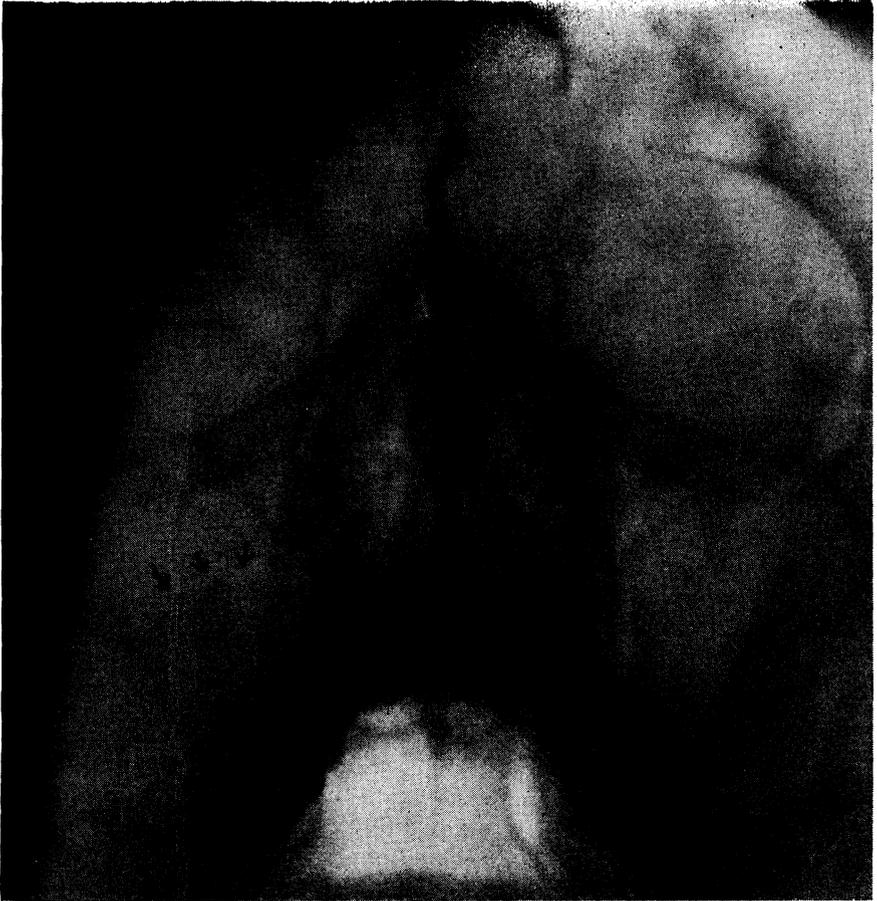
Radiografía simple correspondiente a una rinoopatía alérgica, mostrando en el seno maxilar derecho un contorno poliposo.
